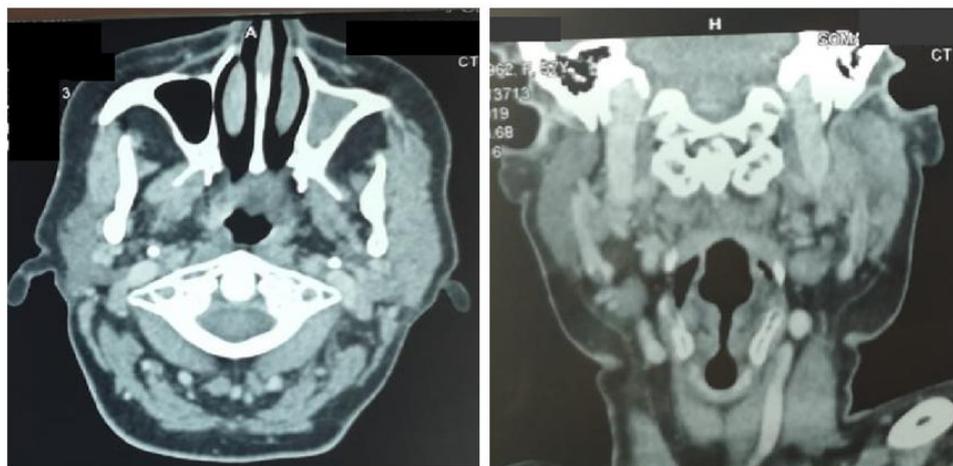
TDM cervico-faciale en coupe axiale et frontale montrant une hypertrophie hétérogène de la glande parotidienne gauche
